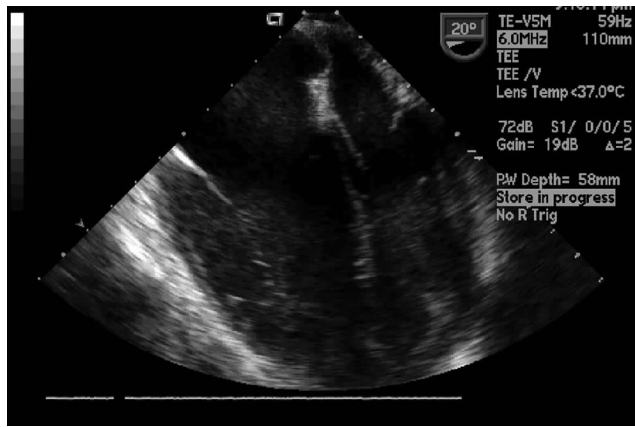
手术中 TEE, 四腔心脏超声心动图检查显示: 右室膨大, 右房膨大, 室间隔弓状凸出, 左室缩小
